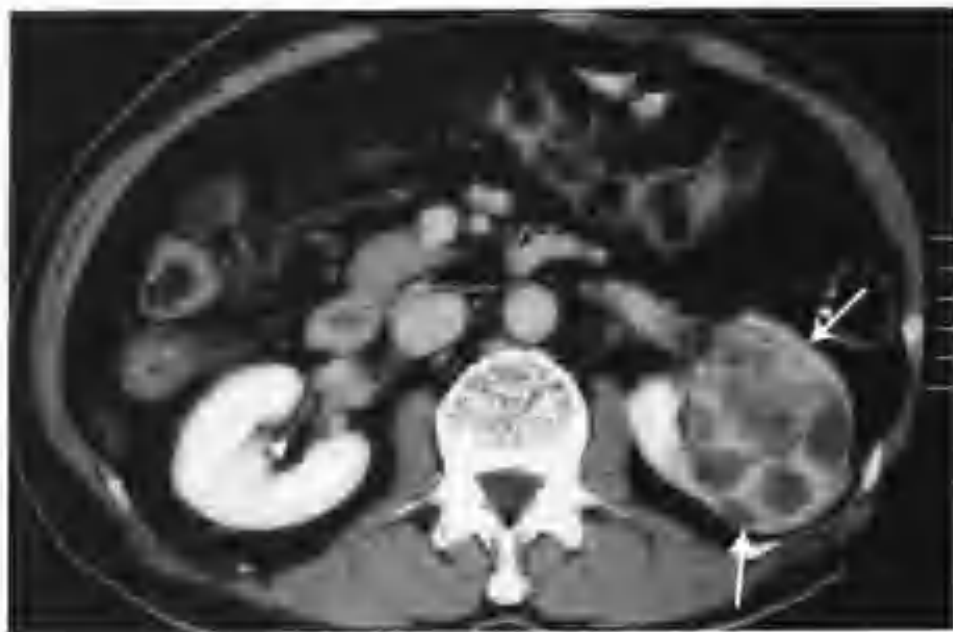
左肾透明细胞癌（CT 平扫示左肾一个 $5.0\text{ cm} \times 6.0\text{ cm} \times 6.5\text{ cm}$ 的多房状占位性病变，平扫呈等低混杂密度（箭头））
